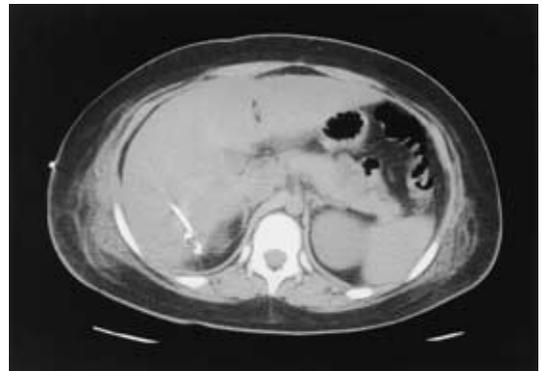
Computed tomography scan on the 27th post-operative day showed the abscess cavity resolved in the posterior segment of the liver.
